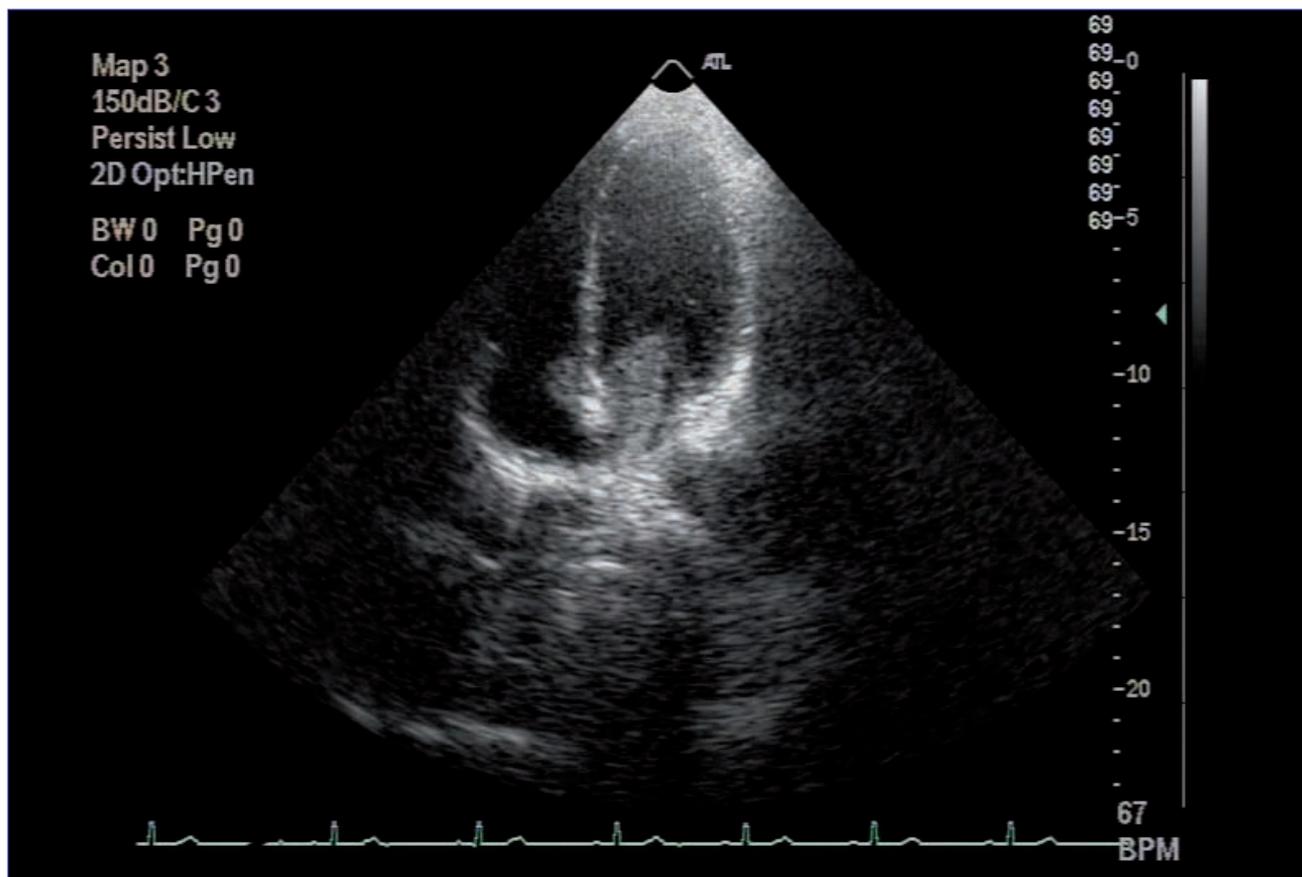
ETT. Plano apical 4 cámaras. Masa biauricular.
